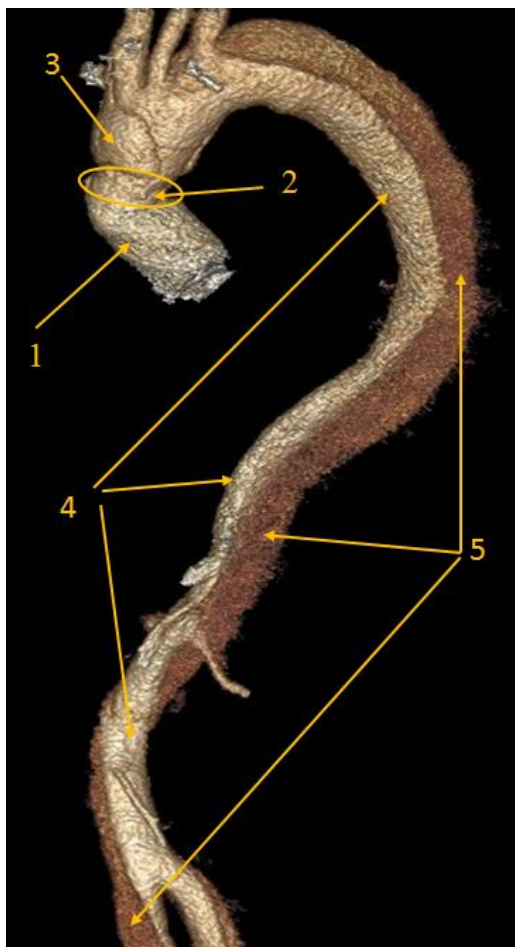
Трехмерная реконструкция МСКТ-аортографии через 32 месяца после процедуры Bentall-DeBono. Расслоение аорты I тип по De Bakey (от уровня дистального аортального анастомоза до подвздошных артерий). Указаны стрелкой: 1 – протез восходящей аорты, 2 – область дистального анастомоза, 3 – проксимальная зона расслоения аорты (ложный канал), 4 – истинный канал в торакоабдоминальном отделе аорты, 5 – ложный канал в торакоабдоминальном отделе аорты
